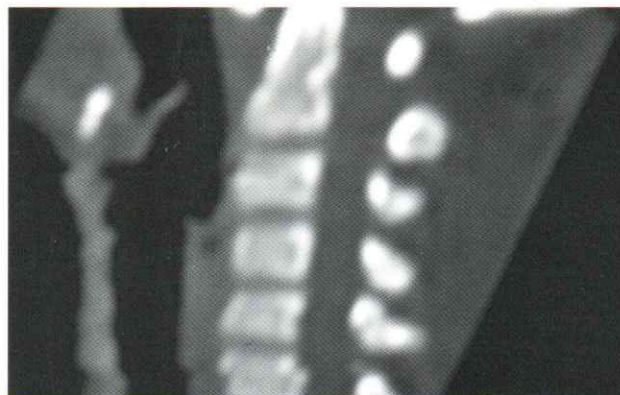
TDM vue sagittale : diastasis C1-C2
